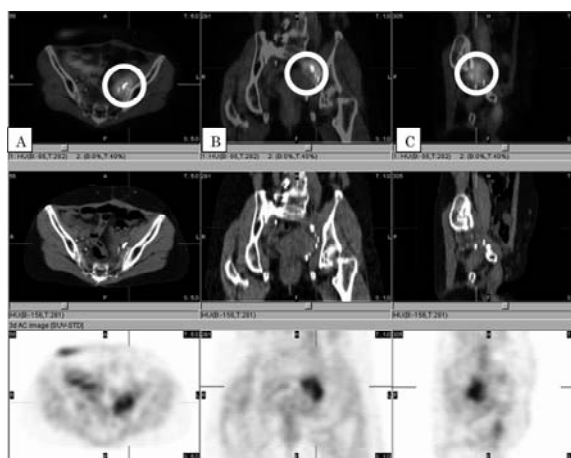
PET/CT images. (A) axial views, (B) coronal views, (C) sagittal views. The circles indicate the sites of the recurrence. PET/CT images clearly demonstrated the recurrence sites.
